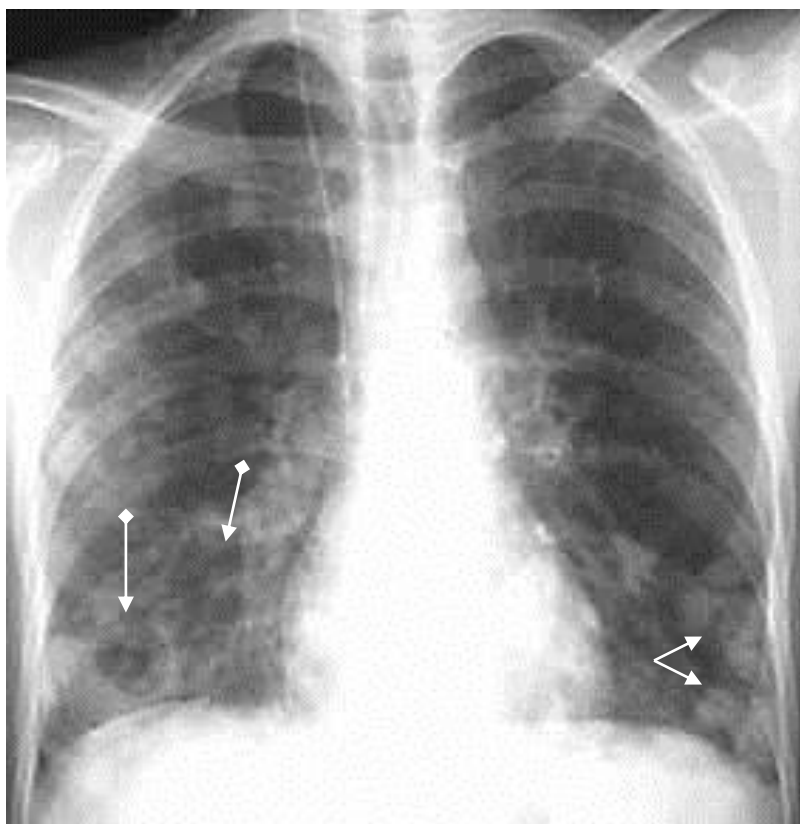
Обзорная рентгенограмма грудной клетки в прямой проекции. Множественные округлые тени с нечеткими контурами в нижнем отделе легочного поля слева (стрелки). Справа в нижнем отделе легочного поля ограниченное затемнение, неоднородное с нечеткими контурами, в котором имеются округлые просветления (ромбовидные стрелки). Септическая пневмония с полостями распада
